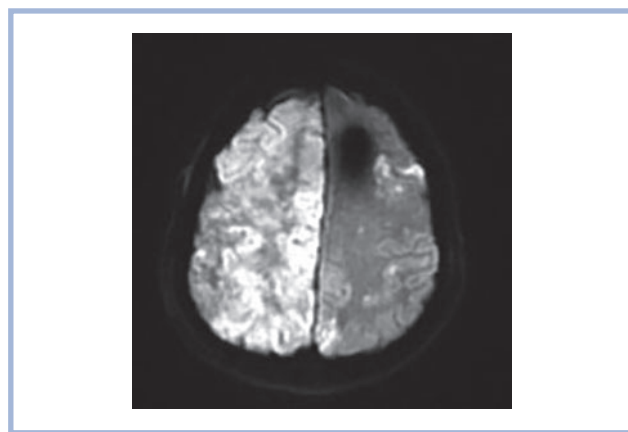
Пациент 5. Магнитно-резонансная томограмма на 2-е сутки после операции в режиме ДВИ.
